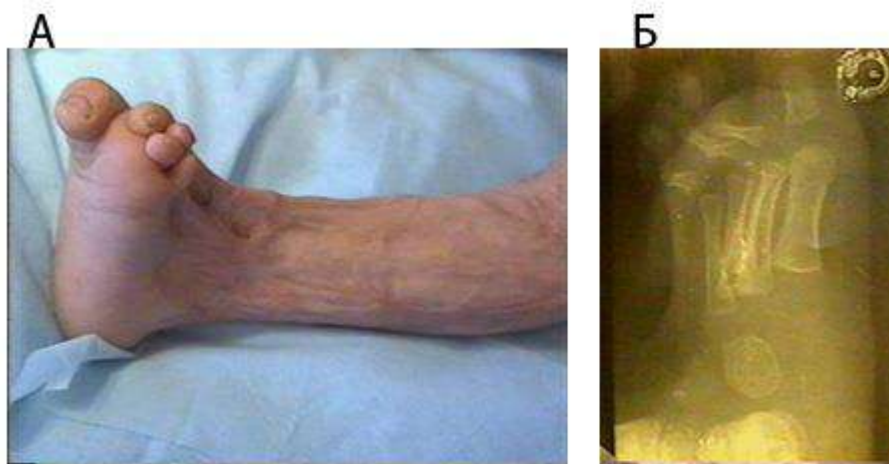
Рубцы послеожоговые левой нижней конечности. Деформация и контрактура стопы, голеностопного сустава с вторичными вывихами пальцев стопы. Отставание в развитии нижней конечности слева (А).. Рентгенограмма стопы в боковой проекции (Б).
